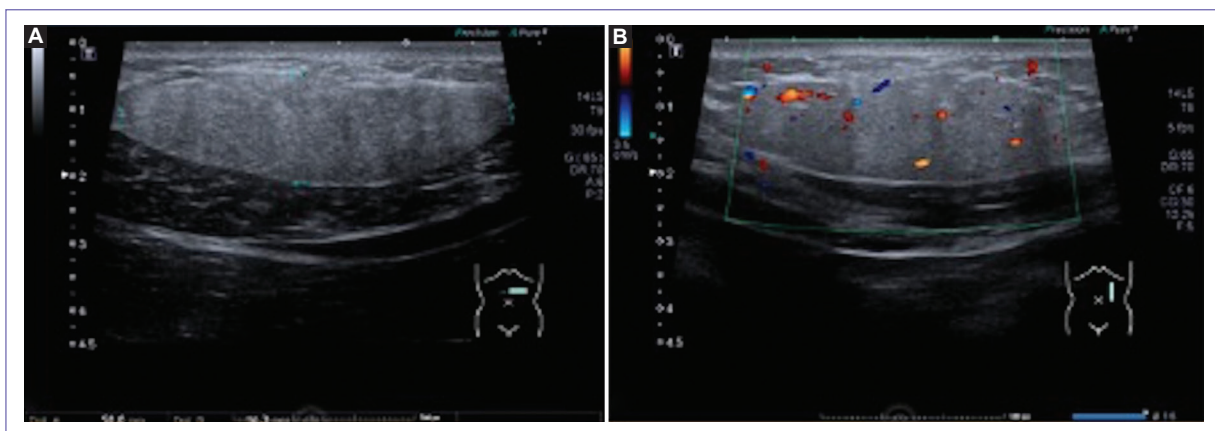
A: ultrasonido con transductor lineal; se aprecia imagen fusiforme, homogénea, bien definida, con tamaño de distancia A de 58.8 mm y tamaño distancia B 16.3 mm. B: a la aplicación Doppler, se aprecia vascularidad central y periférica de la lesión.
